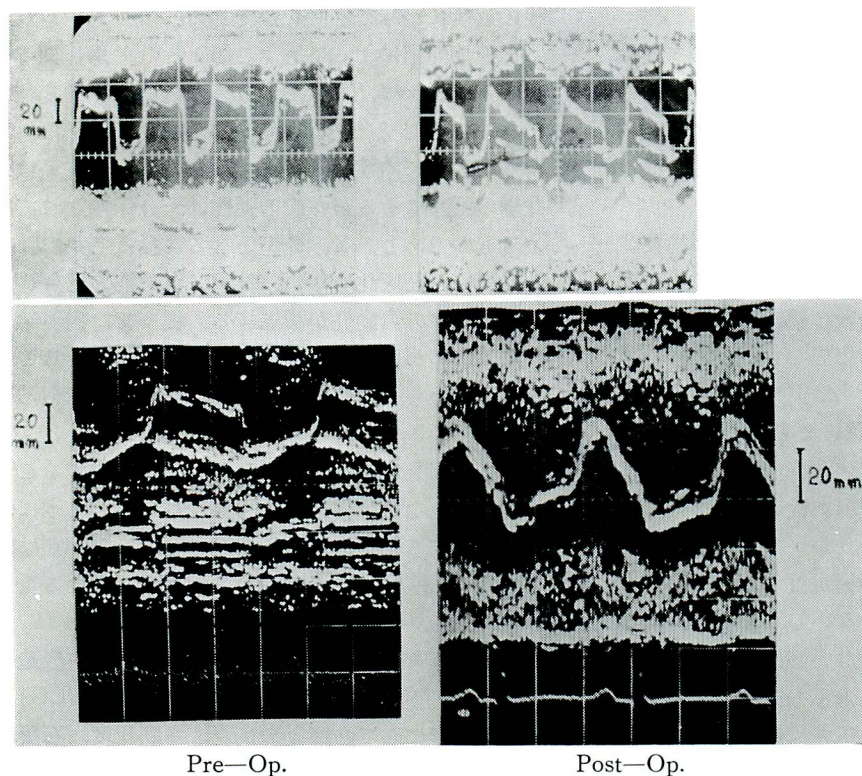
Pre- and postoperative echocardiograms
